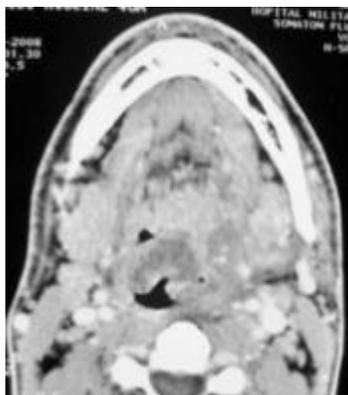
TDM en coupe axiale abcès pré-épiglottique
